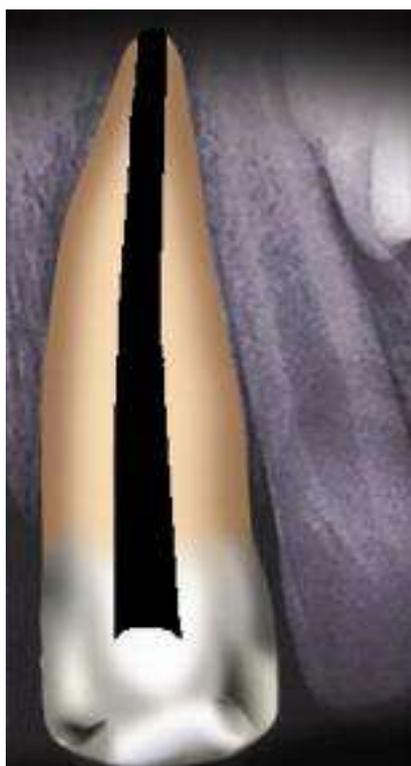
situation radiographique pré-opératoire.
